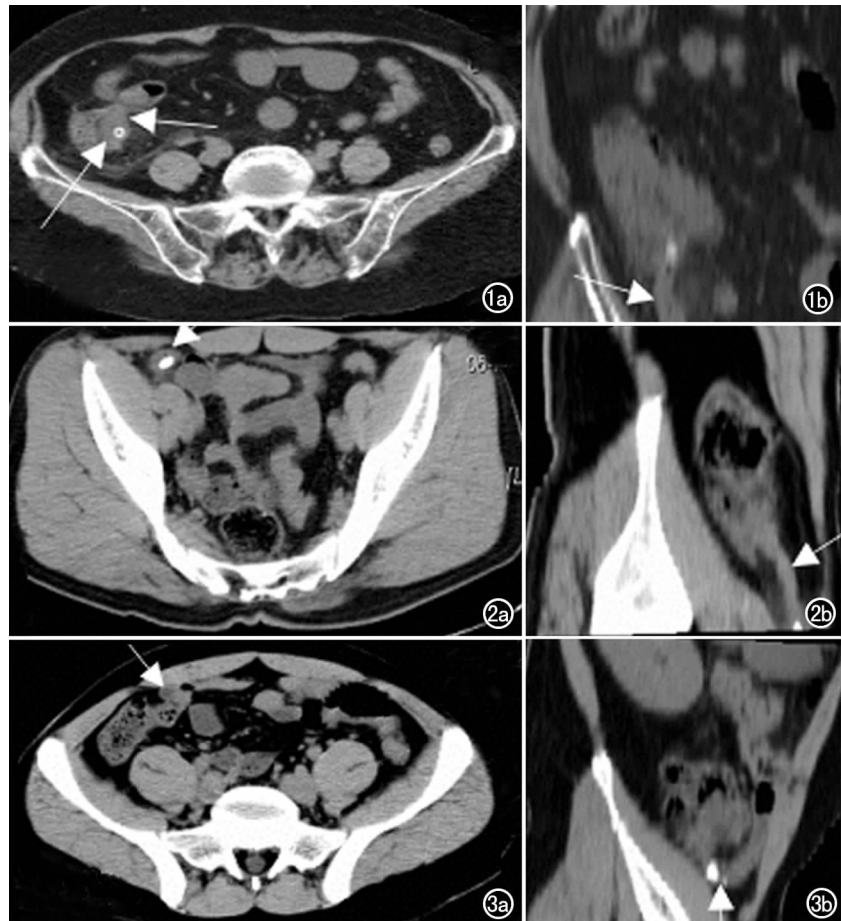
女,71 岁。a) 轴扫示阑尾增粗,内见粪石,盲肠内后壁增厚(箭);b) MPR 示阑尾增粗,内有粪石(箭),盲肠末端壁增厚(手术为急性化脓性阑尾炎)。图 2 男,35 岁,转移性右下腹痛 1d。a) CT 轴扫示右下腹腔偏前方见一管状影,内见高密度结石(箭),但与周围的肠袢相混,不易分清结构和起源;b) MPR 清楚地显示阑尾明显增粗,阑尾腔扩大,远端有粪石(箭),诊断为急性单纯性阑尾炎,术后病检为急性蜂窝织炎性阑尾炎。图 3 男,30 岁。a) 轴扫示右下腹腔偏前方见一管状影(箭),内见高密度结石,但与周围的回肠末段相混,不易分清结构和起源;b) MPR(箭)清楚地显示阑尾明显增粗,阑尾腔扩大,根部有粪石(箭),术后诊断为急性化脓性阑尾炎伴阑尾周围炎。
